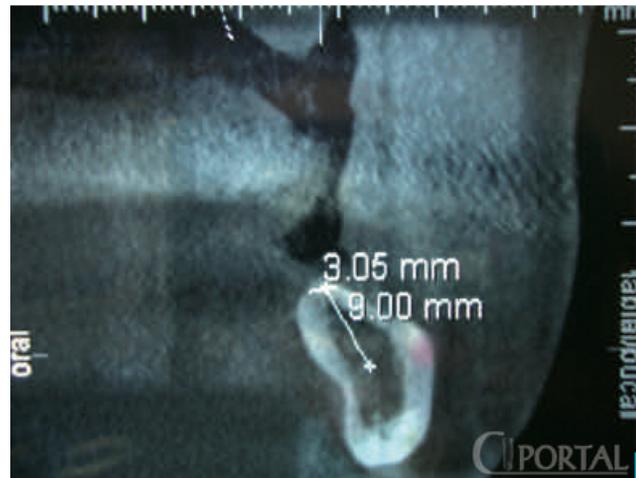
Observe el posicionamiento del nervio dentario inferior en la TAC, la forma del reborde alveolar, la angulación del reborde alveolar, por el posicionamiento de la fosa submaxilar: A. Distancia del nervio dentario inferior al reborde alveolar de 9 mm. B. Posición real para la colocación del implante. C. Posición ideal para la colocación del implante. D. Posición de la glándula submaxilar en la cual se nota la concavidad del hueso. E. Ancho a nivel cervical del hueso a nivel de reborde.
